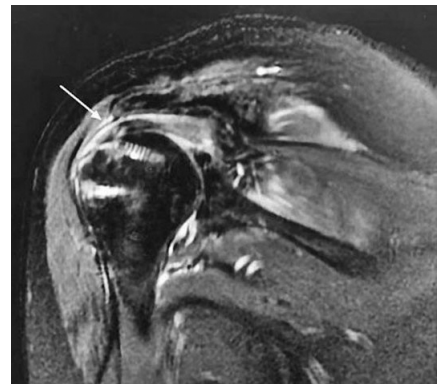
男,56 岁,冈上肌腱关节侧部分撕裂采用转全层修复术后末次随访 2 年时 MRI
